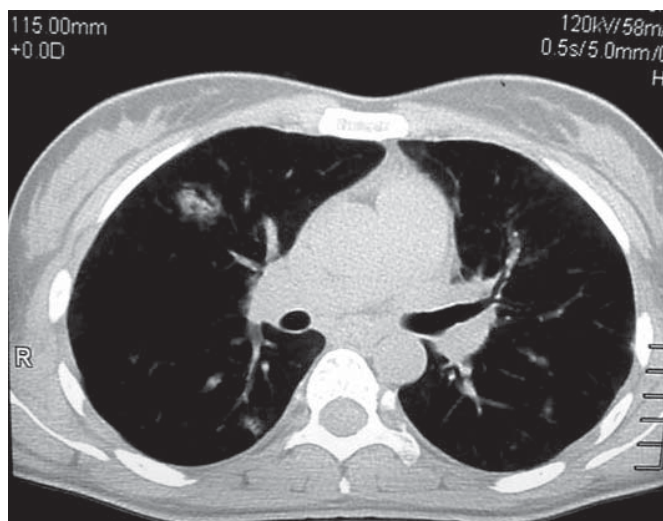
КТ органов грудной клетки больной У.
